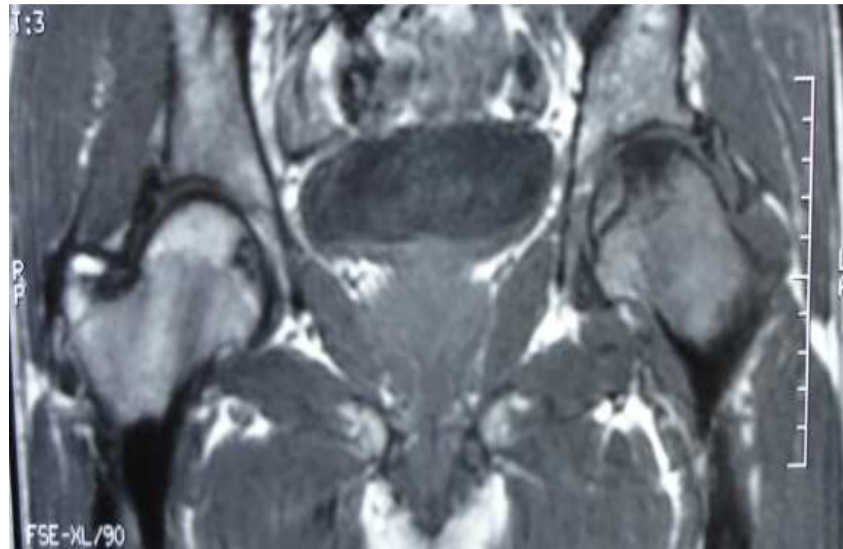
IRM : ONATF bilatérale coupe frontale (notre série observation n° 6)
